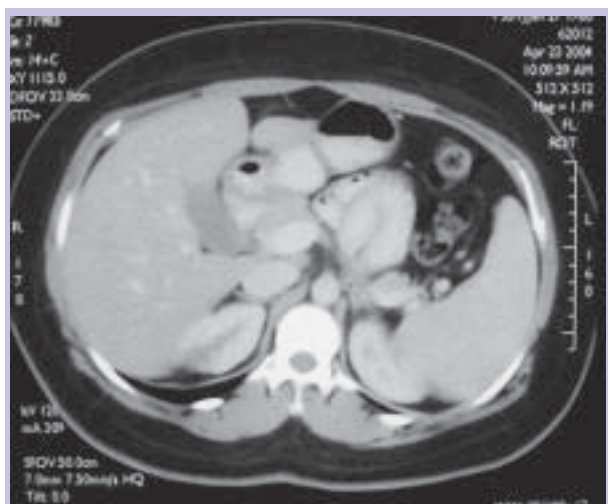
TAC abdominal controle
